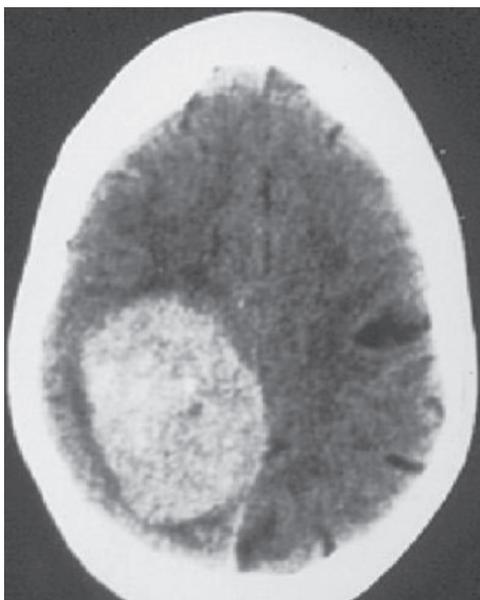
Imagem de tomografia computadorizada (TC) de um paciente com síndrome de Balint causada por um meningioma. Perceba-se que a lesão envolve áreas funcionalmente importantes da região parietal posterior direita.
